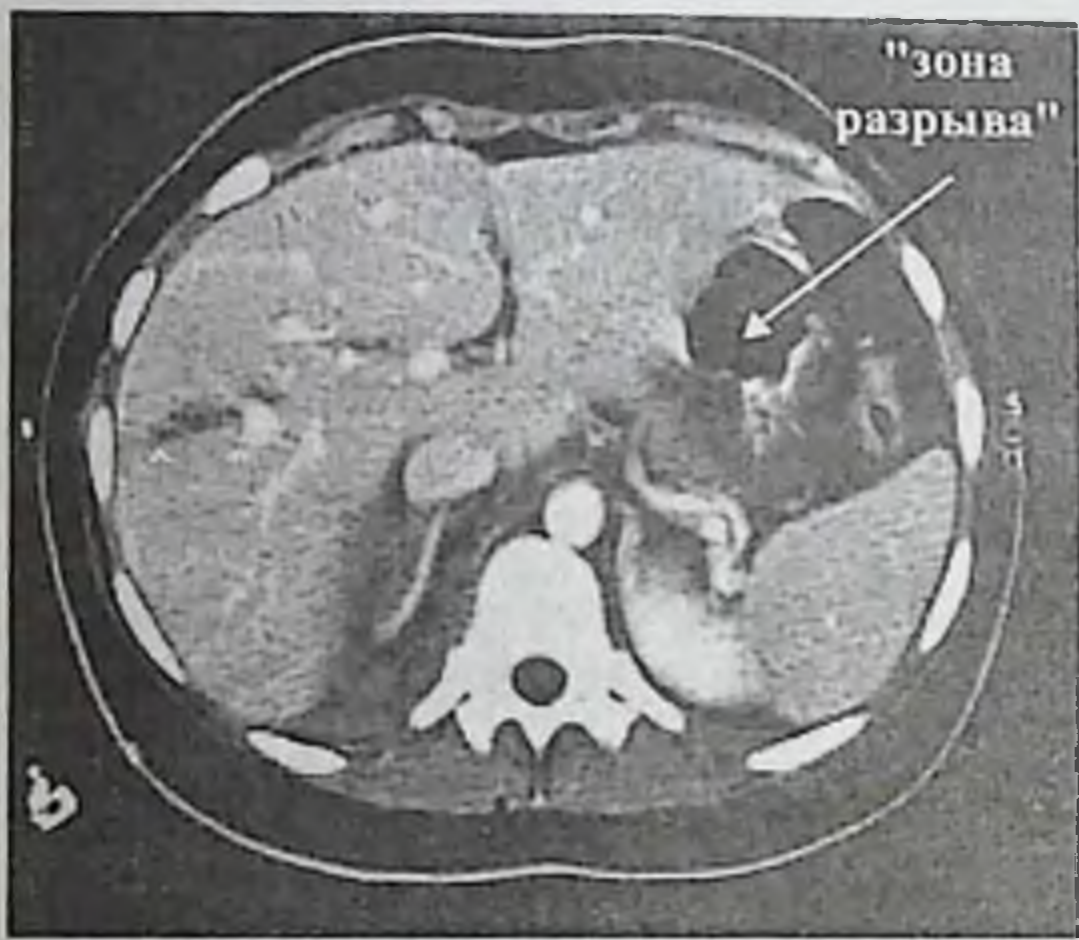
Разрыв печени (компьютерная томография) тела.
